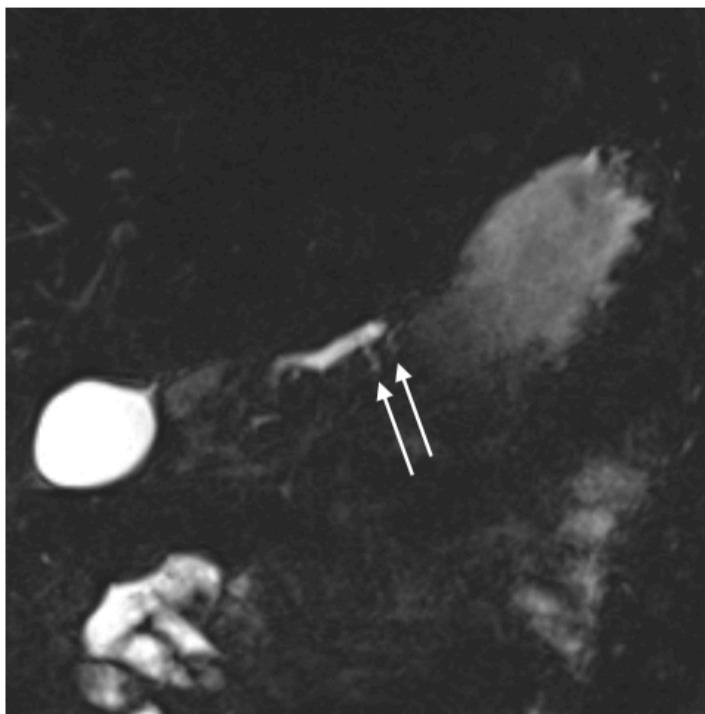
Séquence coronale Bili-IRM (du même patient) montrant une dilatation dite « en flammèche » des canaux secondaires (flèches blanches).
